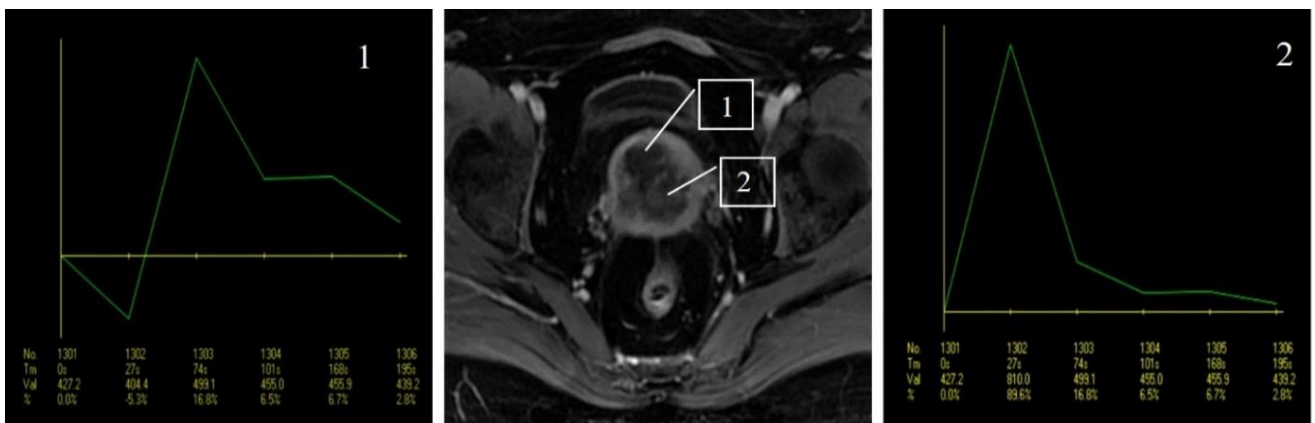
Та же пациентка. МРТ, демонстрирующая варианты контрастирования в опухоли через 21 день после ТЛЛНМ: 1 – V тип кривой из зоны некроза, 2 – VI тип кривой из оставшегося мягкотканного компонента
